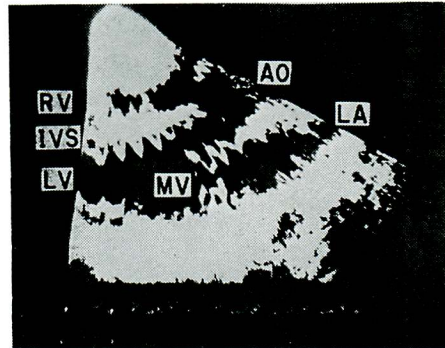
Ultrasono-cardiotomo-kymography in case 2.
